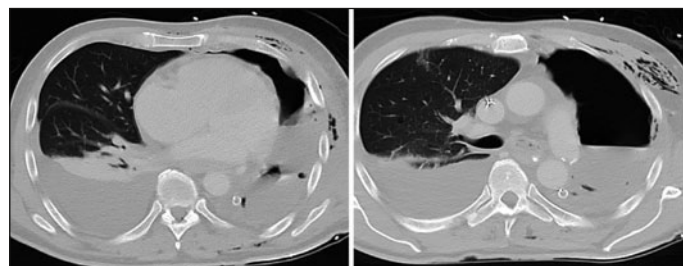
a, b: Im postoperativen Nativ-CT Seropneu li. und ausgeprägter Reizerguss re.
